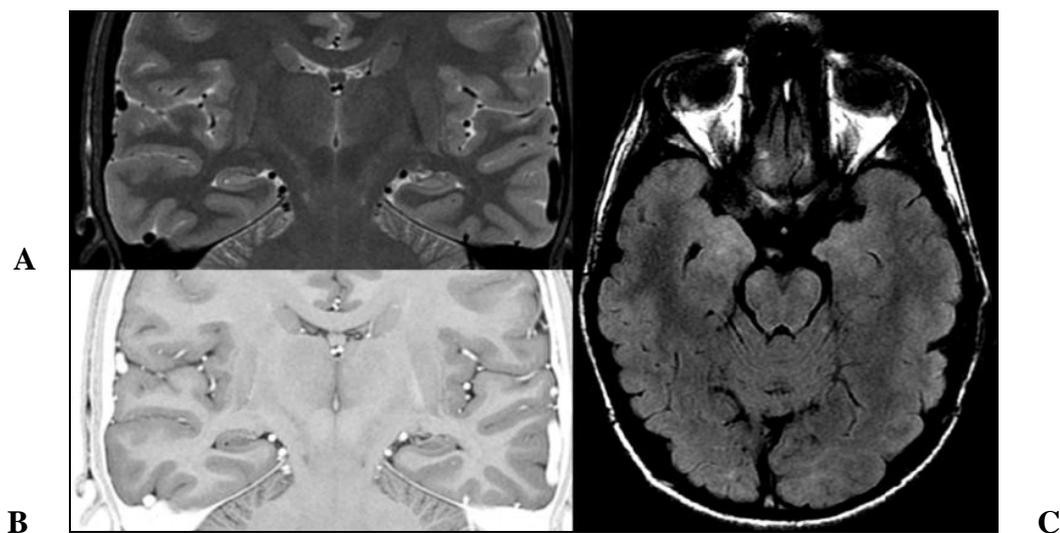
Convention radiologique : IRM du patient 4 : en séquence T2 (A) et en T2 inversion récupération (B) en coupe coronale dans le plan hippocampique montrant des hippocampes normaux. Séquence FLAIR en coupe axiale (C) montrant un hypersignal de l'amygdale droite compatible avec une dysplasie corticale.
